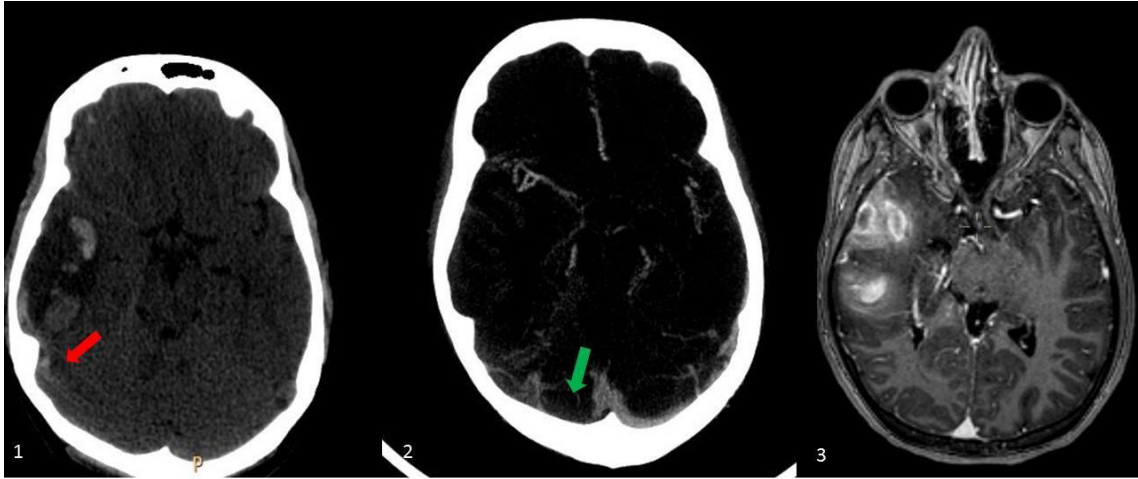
TC sin contraste con signo de la cuerda densa (flecha roja). Imagen 2: Angio-TC con venografía donde se visualiza ausencia por trombosis de seno transversal derecho (flecha verde). Imagen 3: RM en axial con secuencia T1 con gadolinio donde se confirman los hallazgos.
